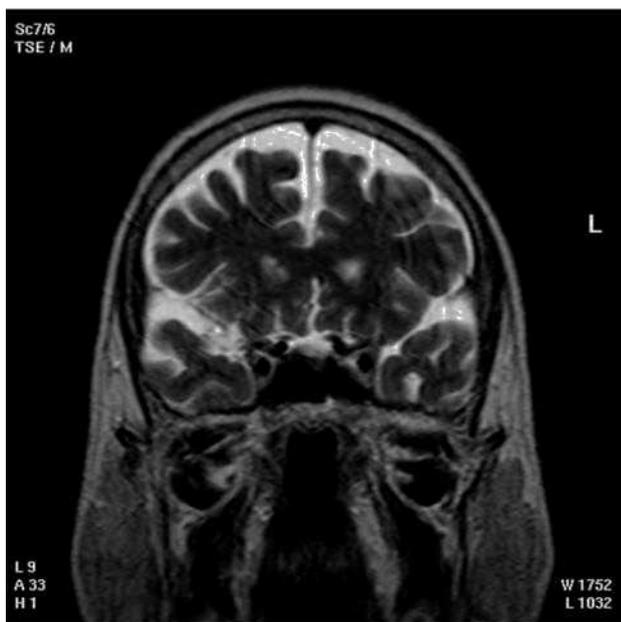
Resonancia magnética postratamiento.
